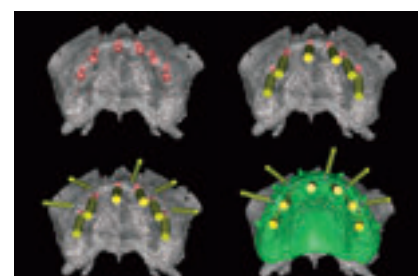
CT検査データを基にしたインプラントシミュレーションソフトによる設計。
